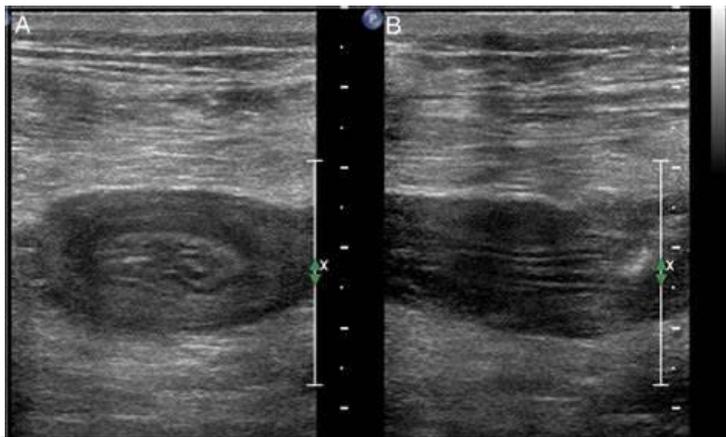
A) Signo de Diana en un corte transversal de ecografía. B) Signo de Sándwich en un corte longitudinal, los cuales son característicos de intususcepción intestinal.
